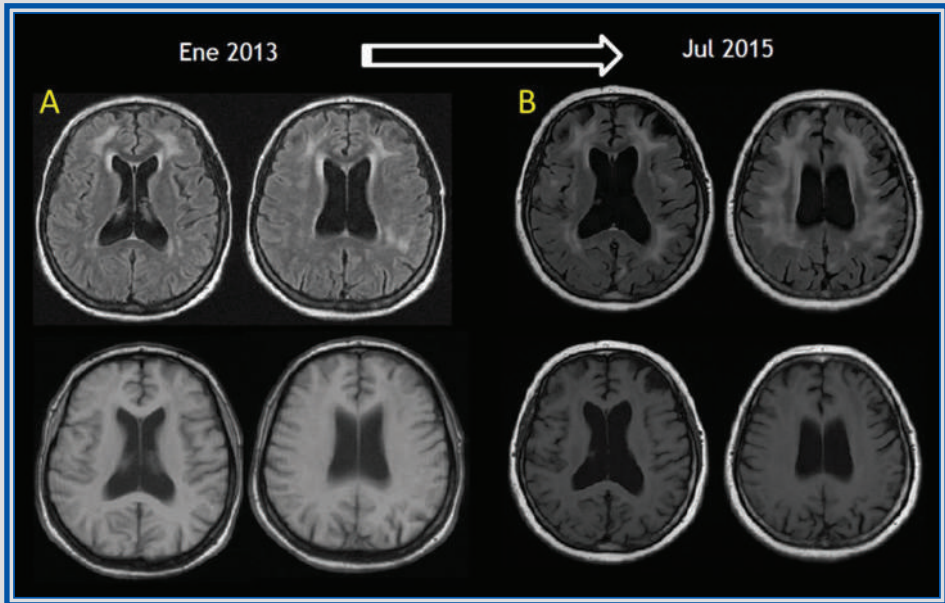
Capítulo 24. Resonancia magnética de cerebro en cortes axiales, con lesiones hiperintensas en FLAIR, de localización subcortical y periventricular, con un patrón confluente; con progresión de las lesiones y disminución de volumen cerebral en el estudio de seguimiento (B).
